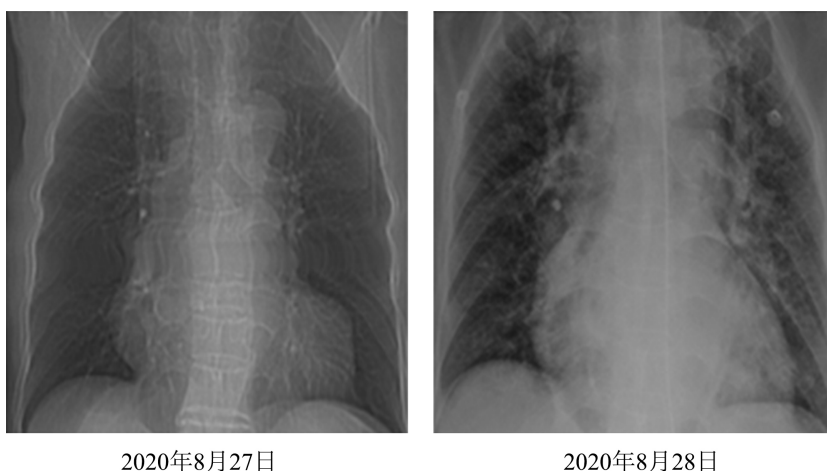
Changes of chest radiographs before and after admission to ICU
